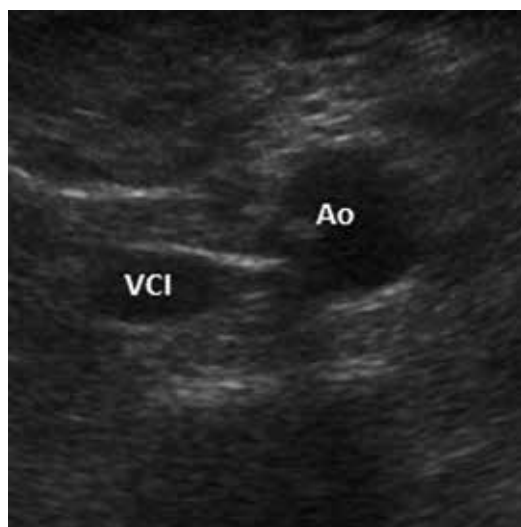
Результаты УЗИ НПВ на уровне почечных вен (короткая ось аорты и НПВ) (пояснения в тексте). В забрюшинном пространстве четко визуализированы неизменные стволы НПВ (IVC — inferior vena cava) и аорты (Ao)
